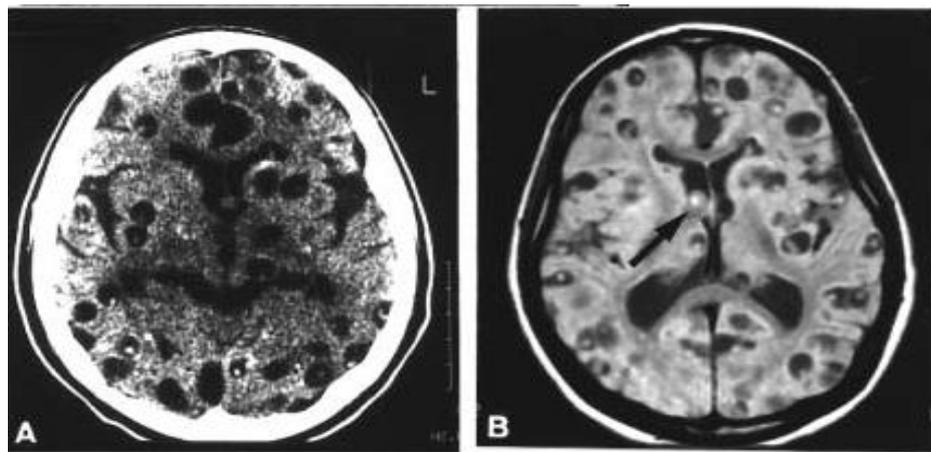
A: TC na ausência de contraste – com múltiplas lesões císticas intraparenquimatosas e calcificações. B: RNM em sequência T1, visualização de escoléx e cisto intraventricular (seta); calcificações não são identificadas.
